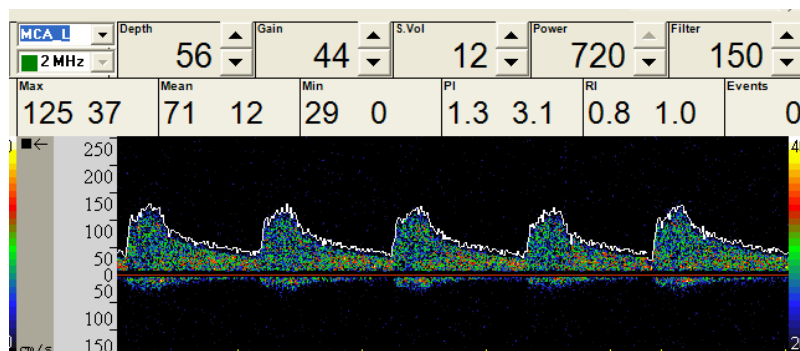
imagen de espectro del registro Doppler de una ACM. La envolvente muestra que la adquisición es adecuada, por lo que los valores mostrados de velocidad sistólica máxima, diastólica final, media e índice de pulsatilidad son los correctos.
